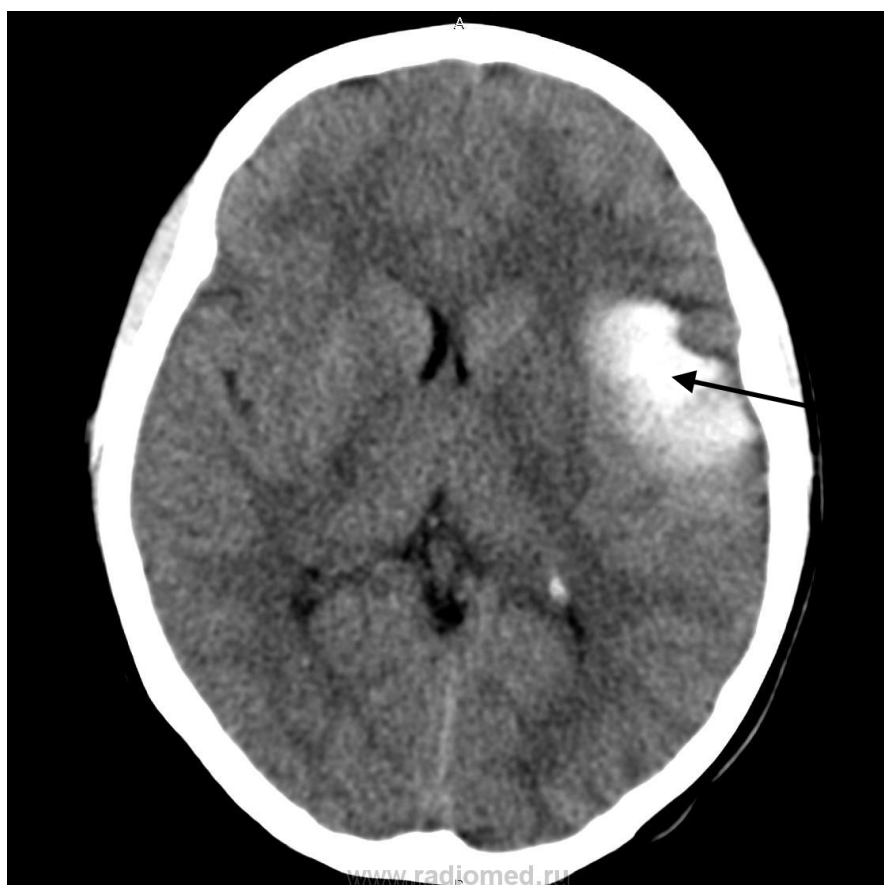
Внутримозговая гематома на компьютерной томограмме
